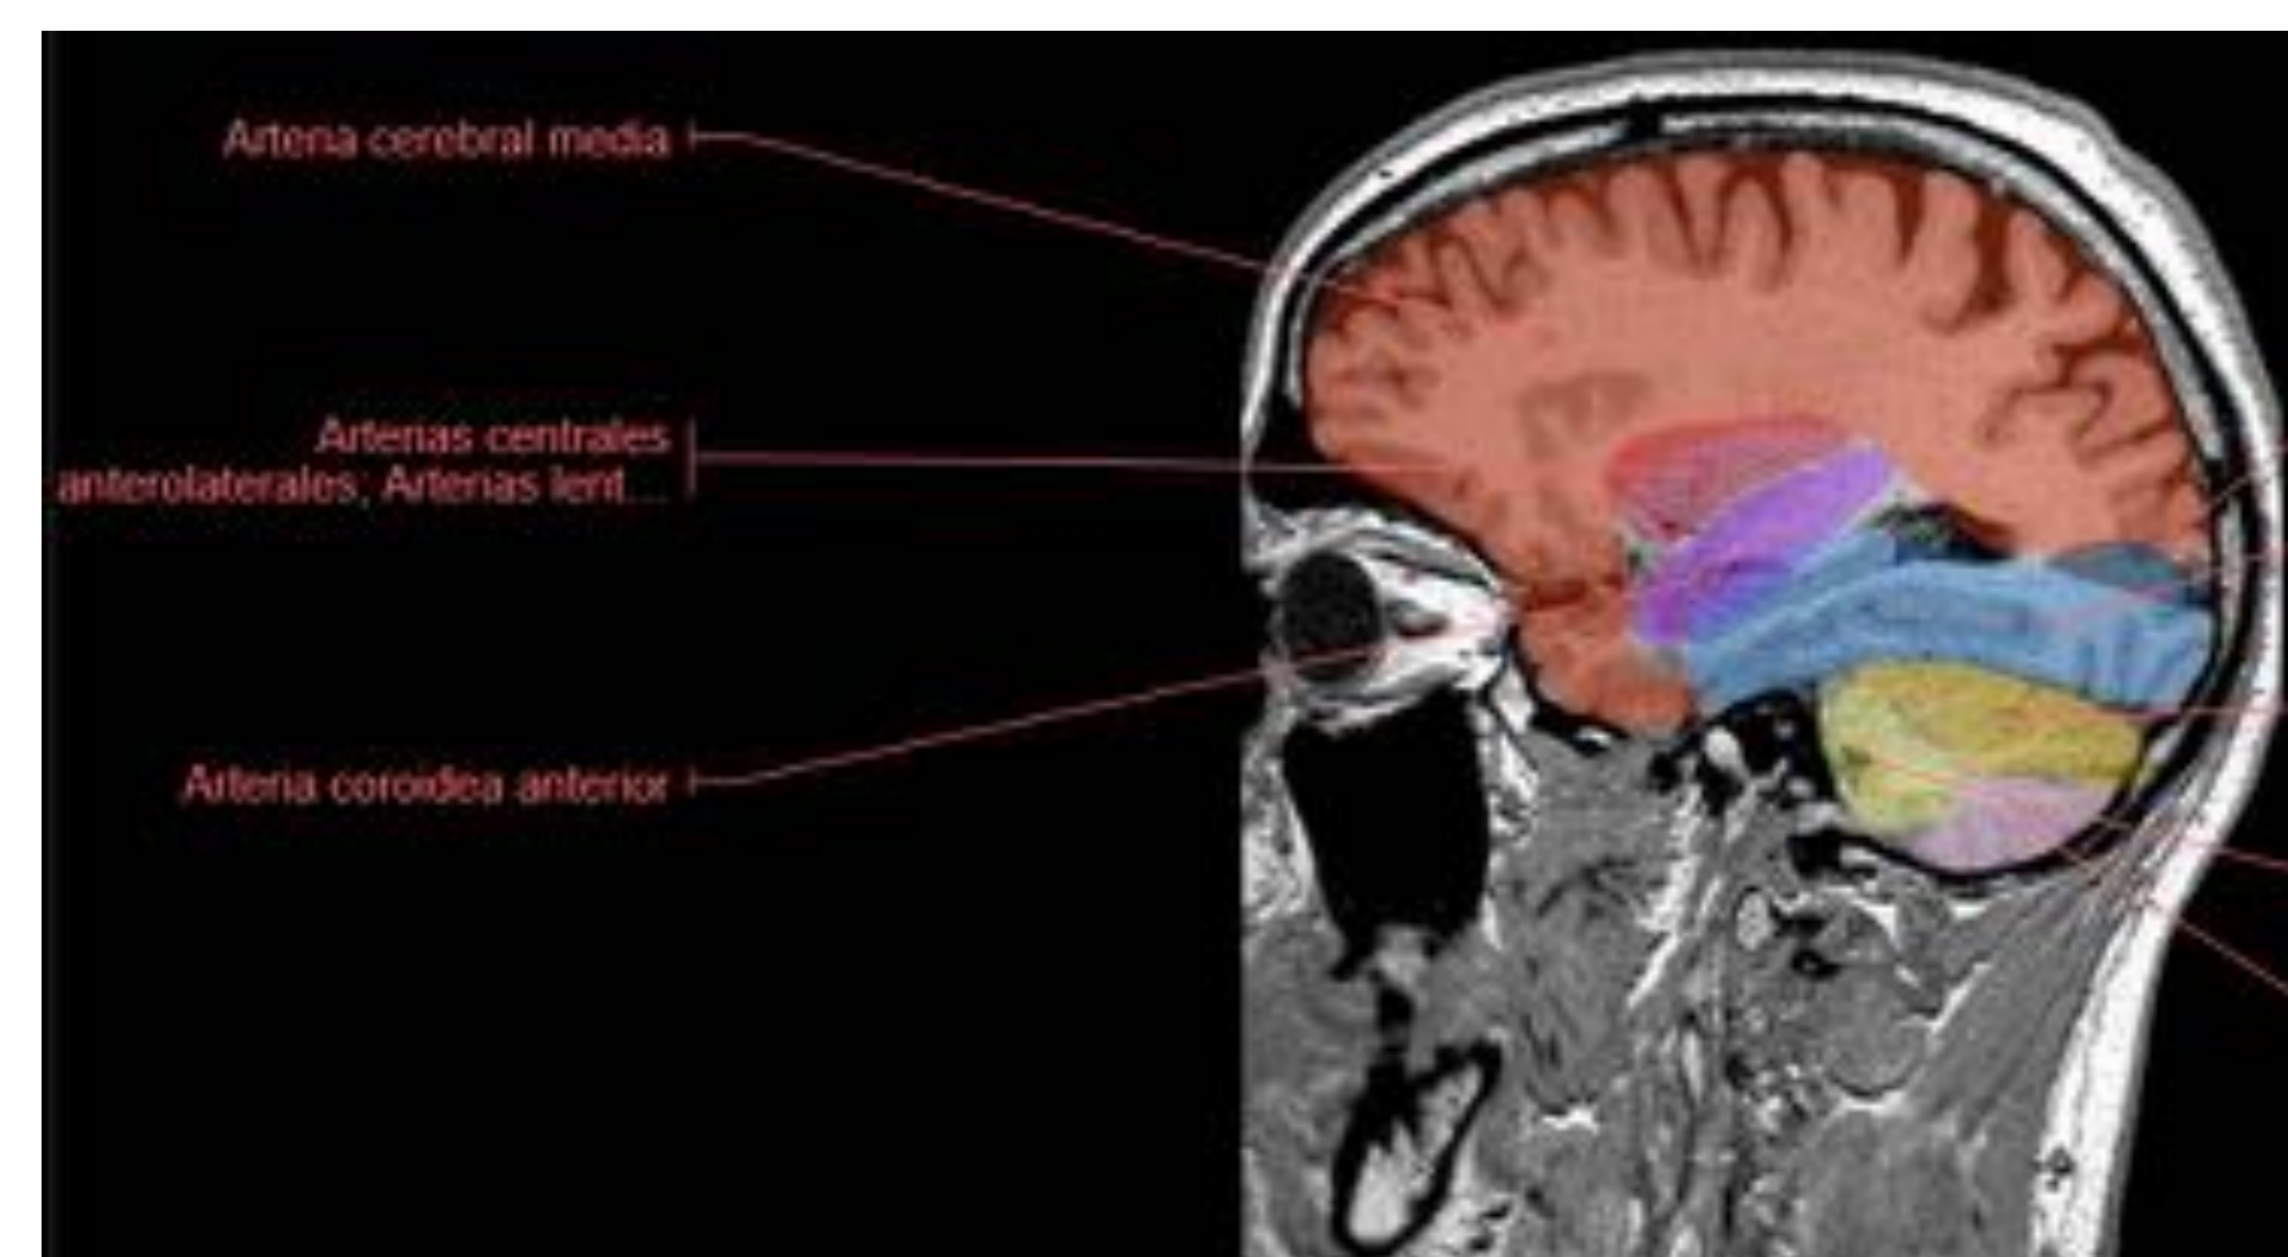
(corte sagital RM T1). En color rojo se muestra el territorio correspondiente a la ACM.
